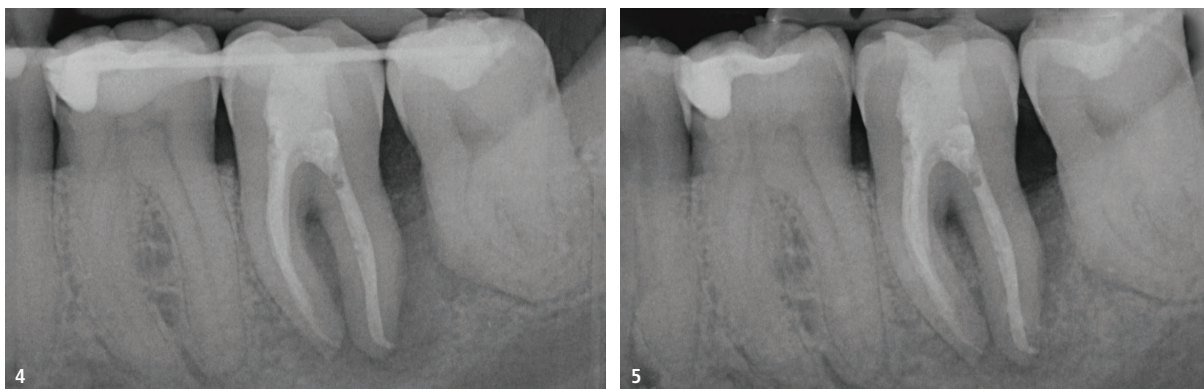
Schienung mit einer Draht-Komposit-Schiene von Zahn 38 bis 36. – Abb. 5: Röntgenkontrollaufnahme ca. sechs Wochen post OP.
